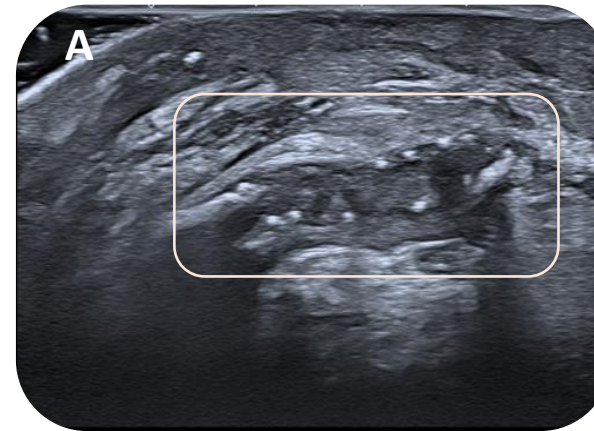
Ecografía de un muñón normal postquirúrgico, A) con material de sutura (cuadrado) y B) pequeñas burbujas (flecha)
